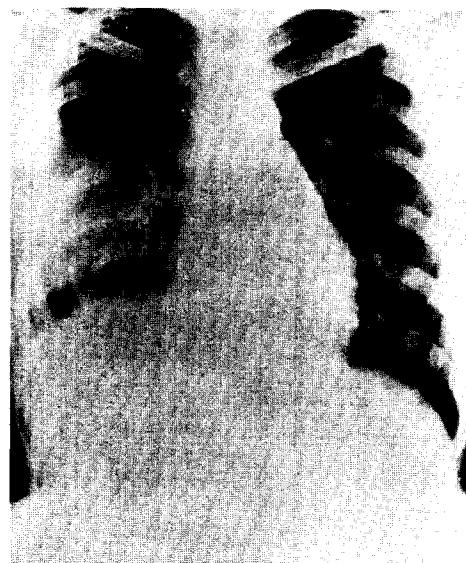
Postoperative chest X-ray showed good expansion of right lung.
